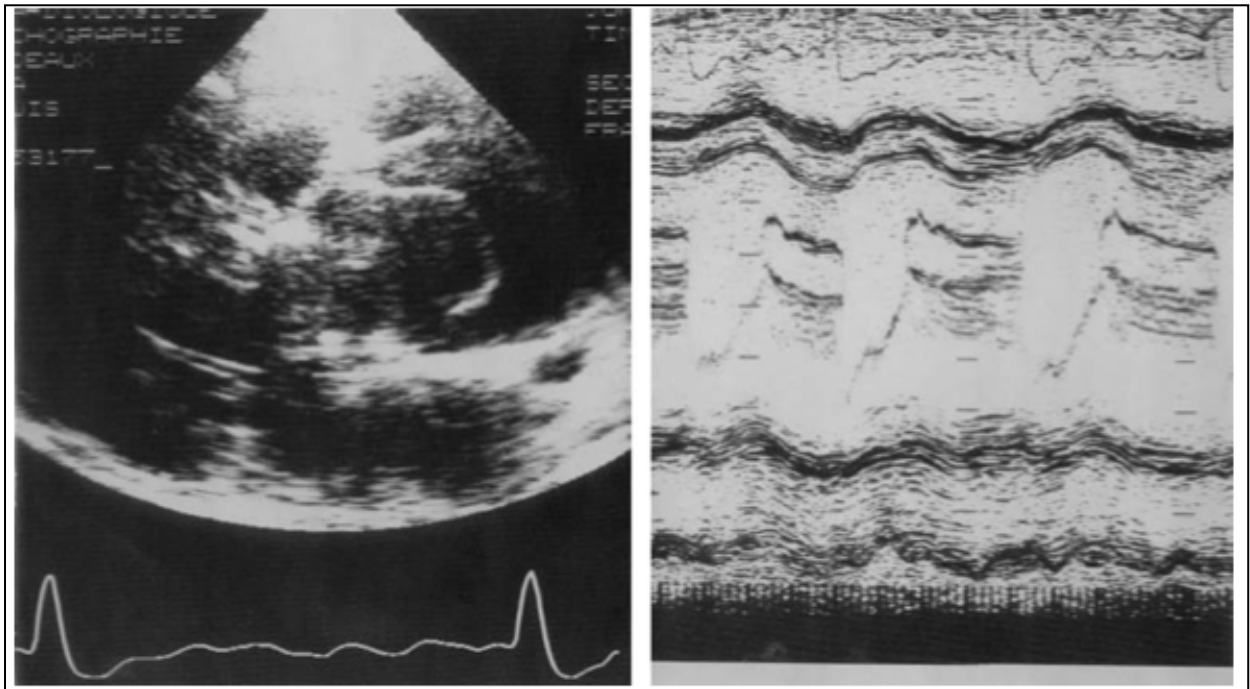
Echocardiographie transthoracique en écho 2D et TM : dissection aortique aiguë de type A avec voile intimal flottant au sein d'une aorte ascendante dilatée.
